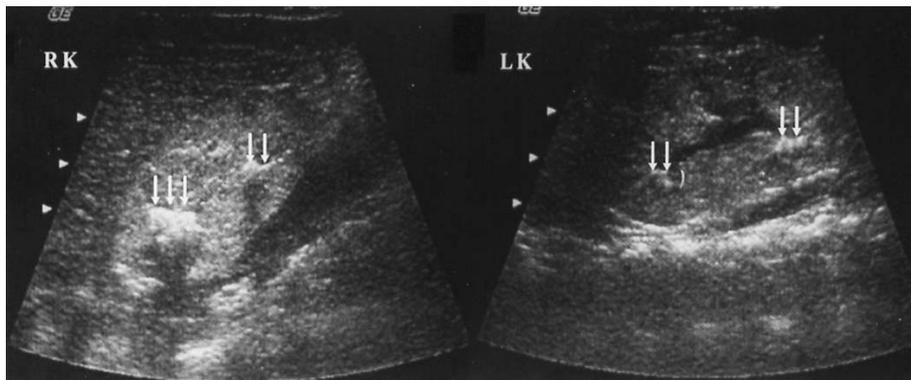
Renal ultrasound shows multiple echogenic foci with posterior acoustic shadows representing medullary nephrolithiasis in the both kidneys(white arrows). RK stands for the right kidney, and LK for the left kidney.
